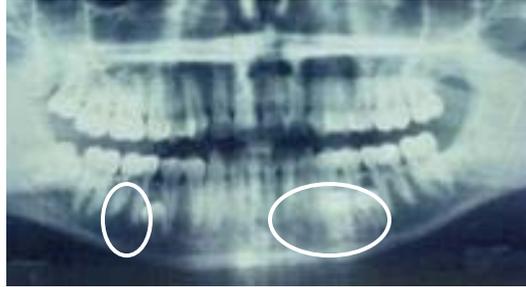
Radiografía panorámica en la cual se observa la presencia de premolares inferiores suplementarios en ambos cuadrantes ⁽⁵⁾.
